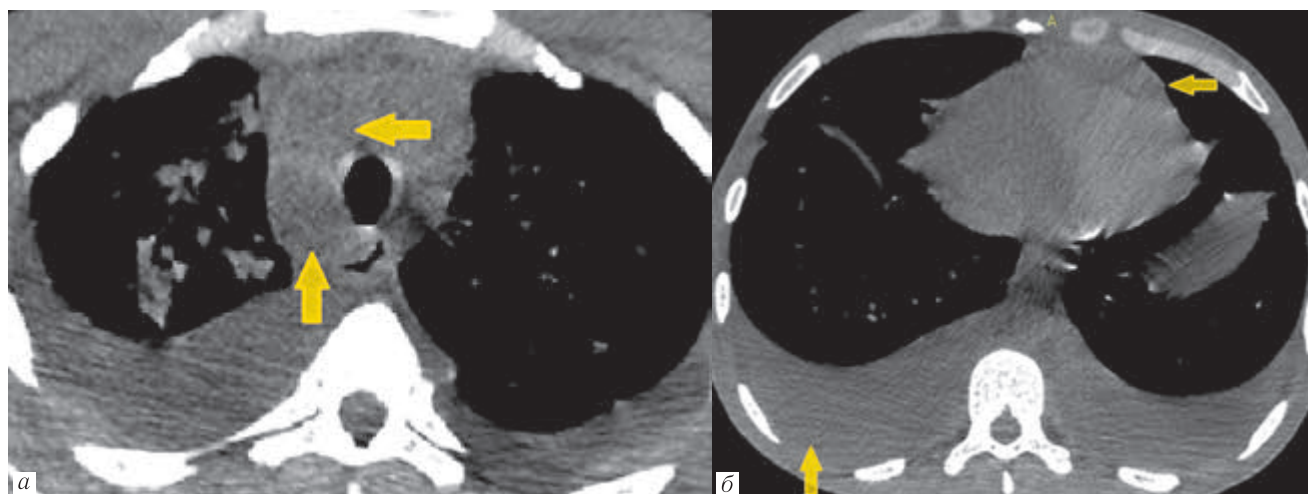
КТ органов грудной клетки. Аксиальная плоскость, нативная фаза медиастинальный режим: а — увеличенные паратрахеальные лимфатические узлы с центральными участками некроза; б — двусторонний средний гидроторакс, гидроперикард
